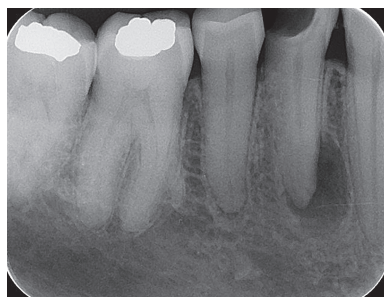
Ausgangsröntgenbild.
